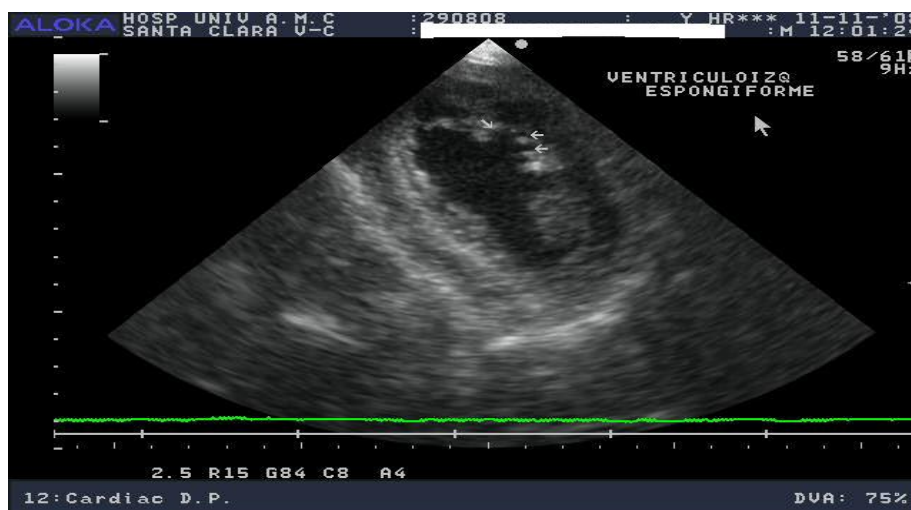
Ecocardiograma en vista paraesternal eje corto. Nótese las trabeculaciones (flechas) y dos grandes recesos intramiocárdicos en segmentos anteriores*
